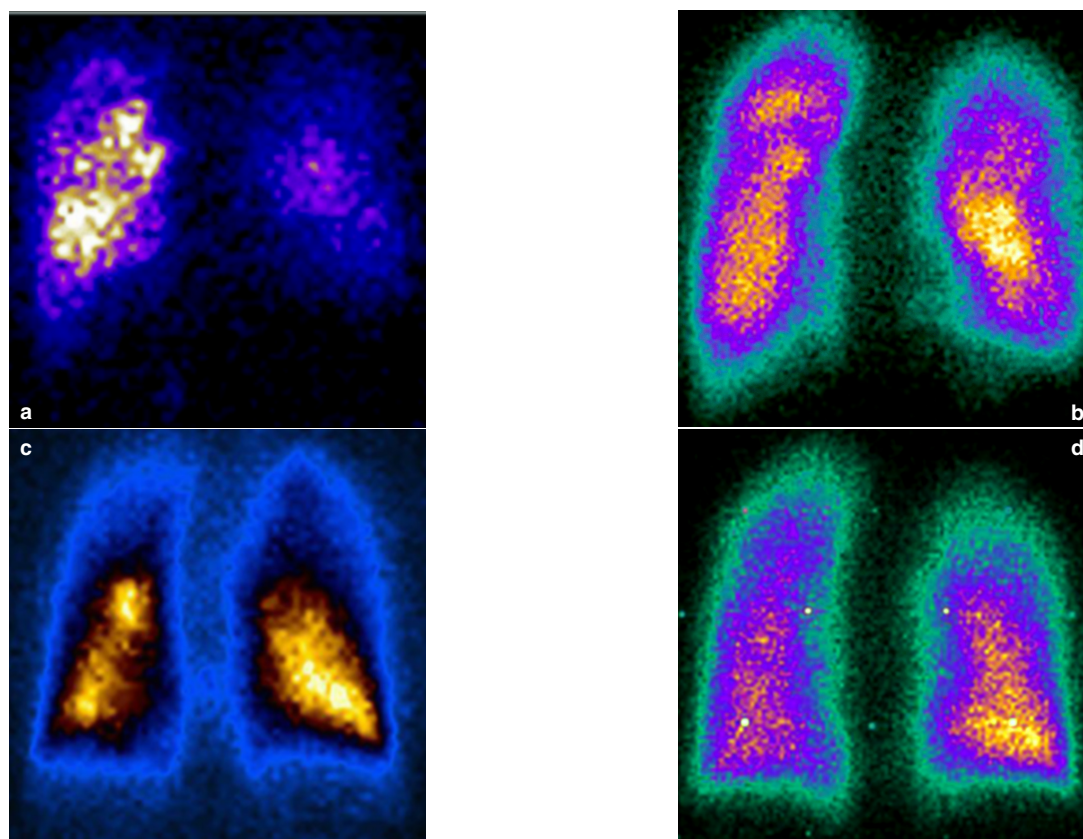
Ventilation (a) and perfusion (b) scintigrams in the posterior view of patient BMV, 38 years old, with chronic graft rejection at 68 months after bilateral lung transplantation: a pronounced decrease in ventilation of both lungs with the foci of an increased radiopharmaceutical accumulation in the projection of the first and second order bronchi; polysegmental disorder of perfusion
